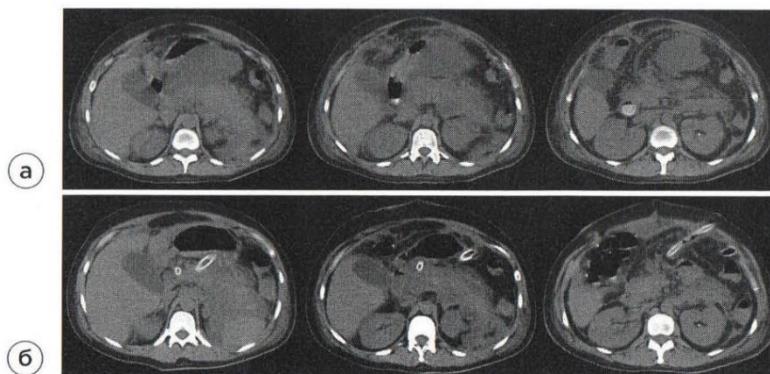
СКТ. Тотальный панкреонекроз, гнойный оментобурсит. а — до операции (Balthazar D, КТ-индекс 9 баллов), б — после операции (Balthazar C, КТ-индекс 7 баллов).
